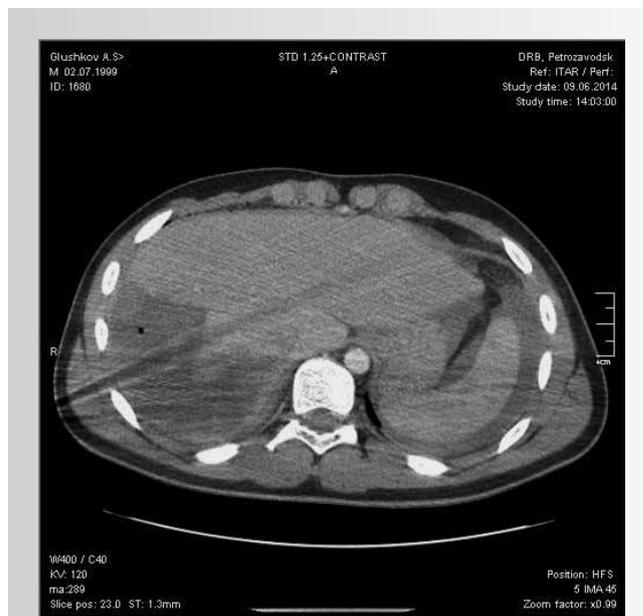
Мальчик 14 лет с закрытой травмой печени (КТ аксиальная проекция) – обширная интрапаренхимальная гематома правой доли печени
